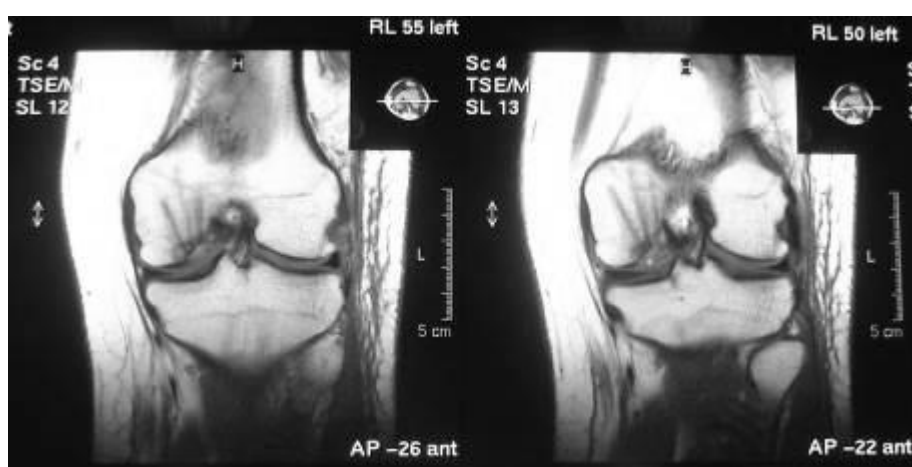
Та же больная. Контрольная МРТ – надежная фиксация матрицы.
